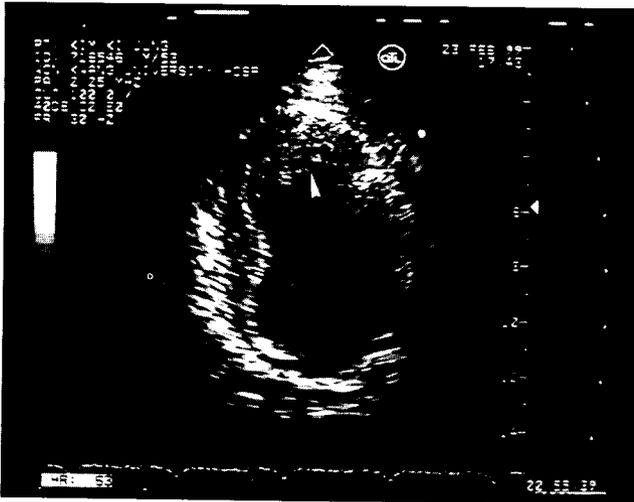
Preoperative two-dimensional echocardiogram showing a mobile, pedunculated thrombus attached lateral to the apex of the left ventricle (LV) (white arrow).
